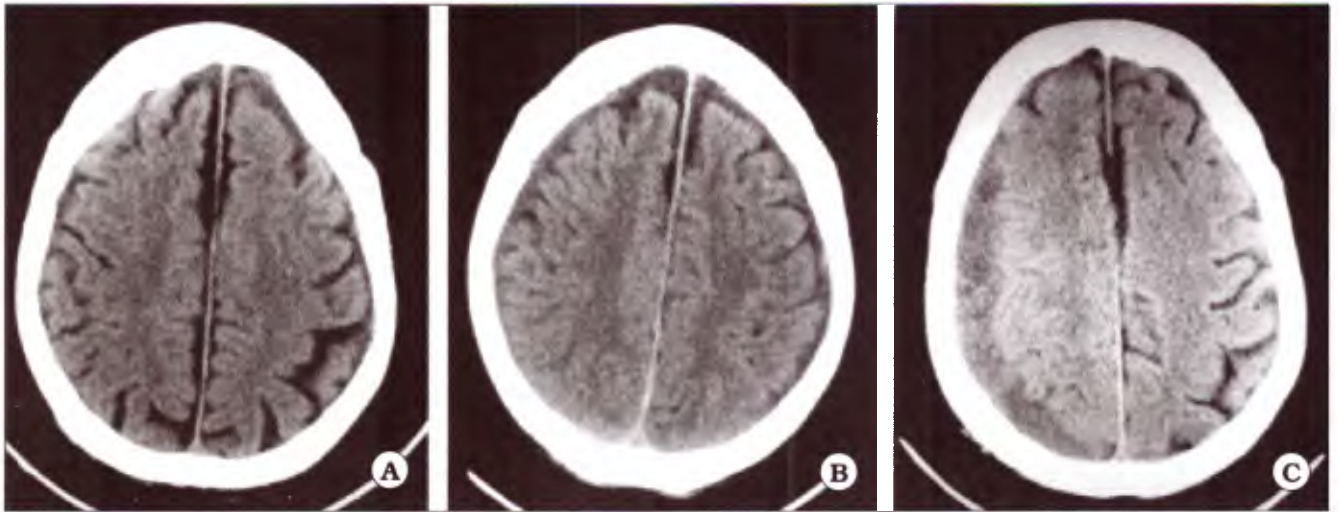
TAC de cerebro simple. A. Al ingreso. B. A las dos semanas. C. A las cuatro semanas, La última de la serie realizada ante la intercurencia de status epiléptico.
